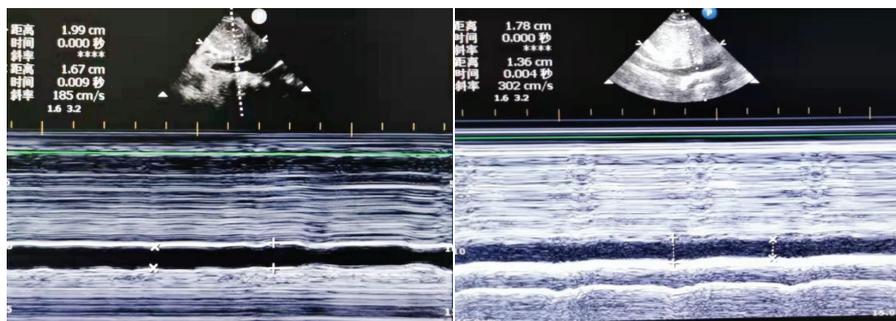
M型超声测得容量过负荷组患者(女,81岁) 图2 M型超声测得容量正常组患者(男,79岁)
